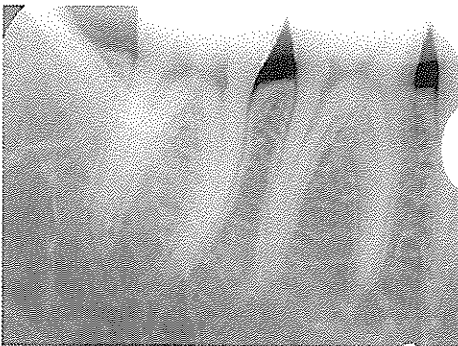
a. 구내디지털영상장치로 촬영된 환자의 하악대구치와, b. 구내X선필름으로 촬영된 동일 환자의 동일 부위. 두 영상에서 진단능의 큰 차이는 없다.
